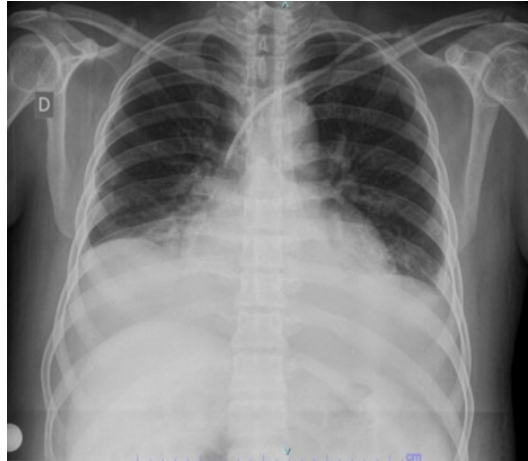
Radiografía de tórax con evidencia de condensación alveolar en las dos bases pulmonares
